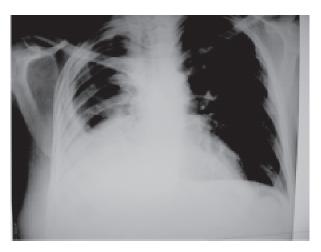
Radiografía de tórax frente; imagen compatible con derrame pleural derecho.
